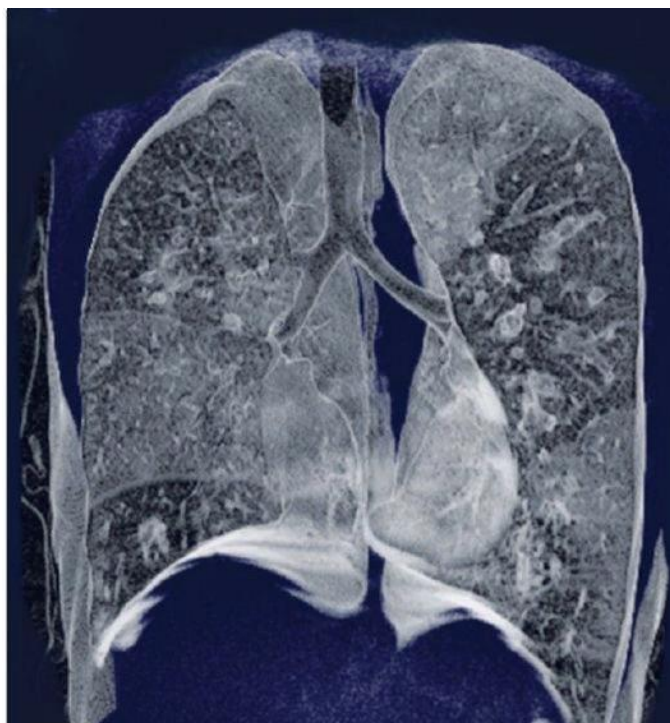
Компьютерная томография при бронхоэктатической болезни: трехмерная реконструкция бронхиального дерева
